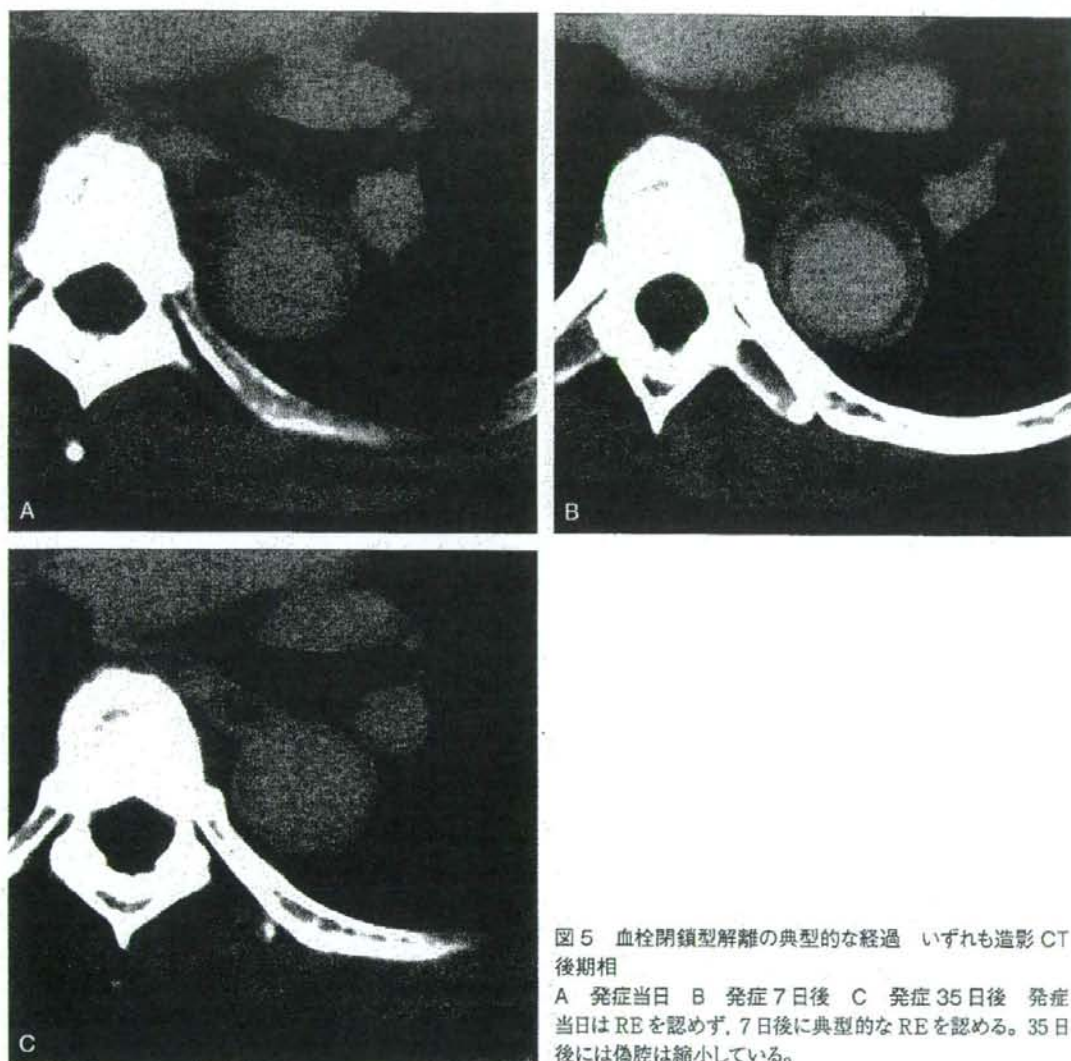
血栓閉鎖型解離の典型的な経過 いずれも造影CT後期相
